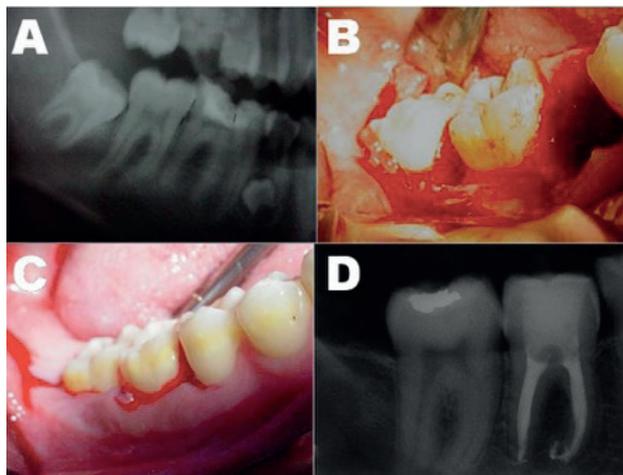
A. Radiografia panorâmica dos maxilares evidenciando os elementos dentários 46 e 48. B. Vista intraoral da realização de exodontia atraumática do elemento 48. C. Reposicionamento imediato no leito receptor já preparado. D. Radiografia periapical com 2 anos de controle, na qual o elemento transplantado não apresenta lesão periapical.
